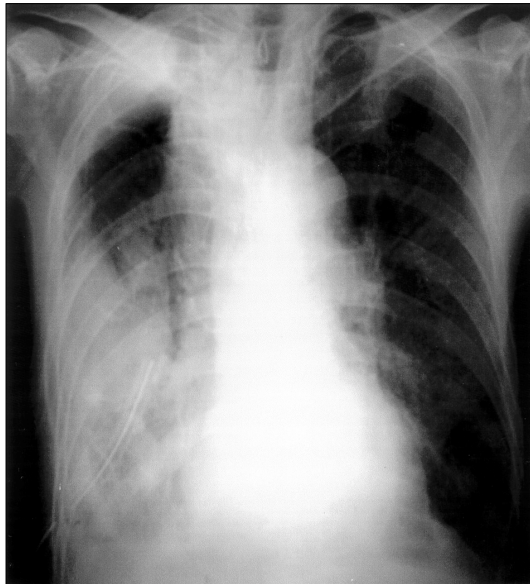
Chest roentgenogram showing the pleural effusion in the right lower lung field. A chest tube was inserted into the right lower pleural cavity.
